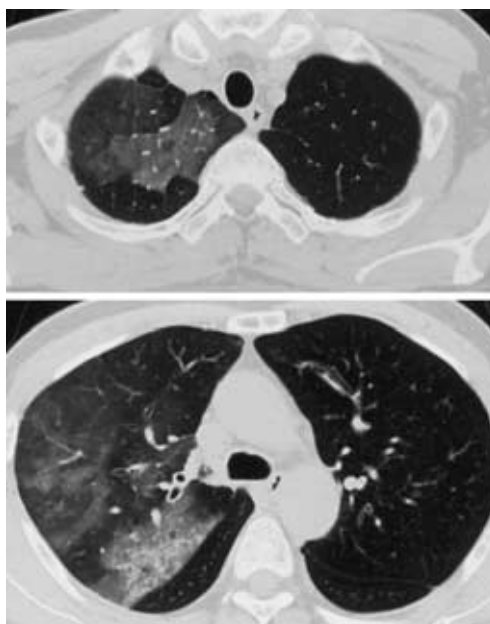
Chest CT scan obtained on admission, showing panlobular ground-glass opacities in the right upper lobe.
